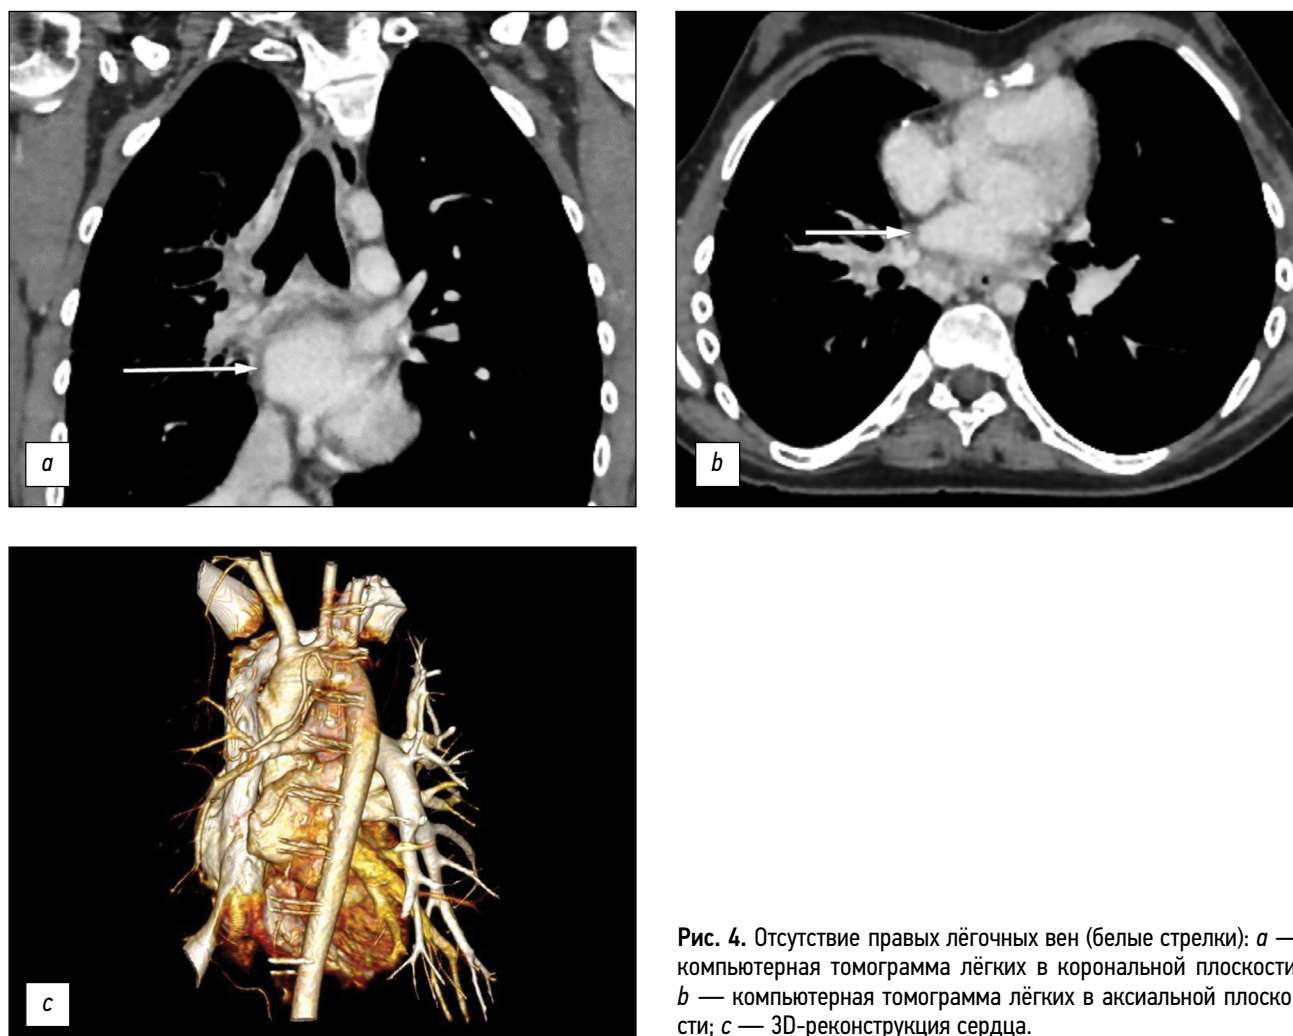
Отсутствие правых лёгочных вен (белые стрелки): *a* — компьютерная томограмма лёгких в корональной плоскости; *b* — компьютерная томограмма лёгких в аксиальной плоскости; *c* — 3D-реконструкция сердца.
